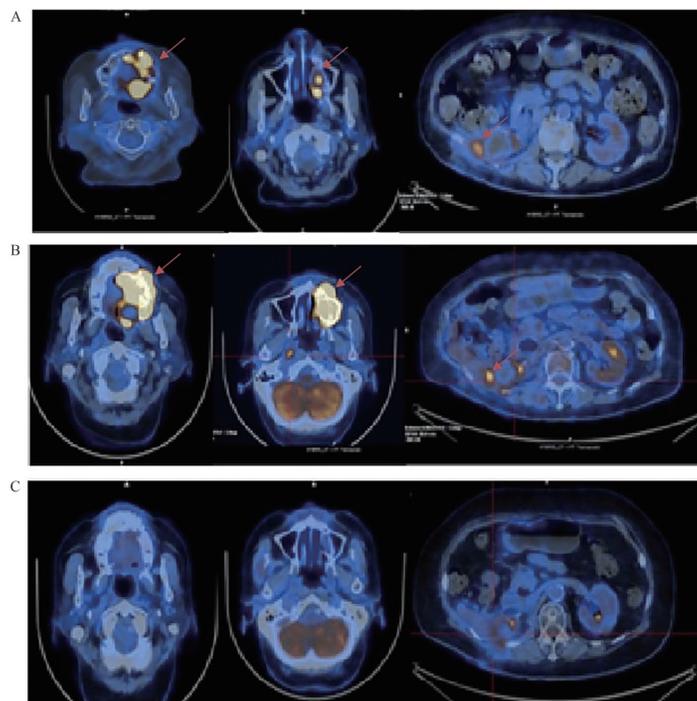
患者第 4 周期化疗后(A)、第 6 周期化疗后(B)及挽救治疗后(C)的 PET-CT 影像
